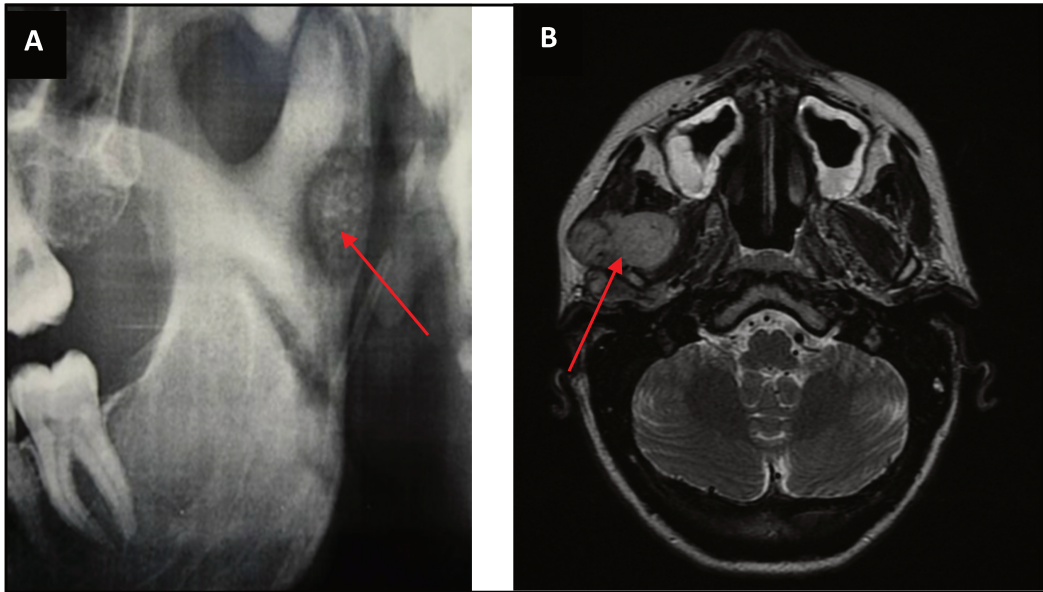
Orthopantomogramme (A) montrant un ostéome sous-condylien gauche (bénin) (29) et coupe axiale d'IRM (B) mettant en évidence un fibrosarcome temporomandibulaire droit (malin) (2)
